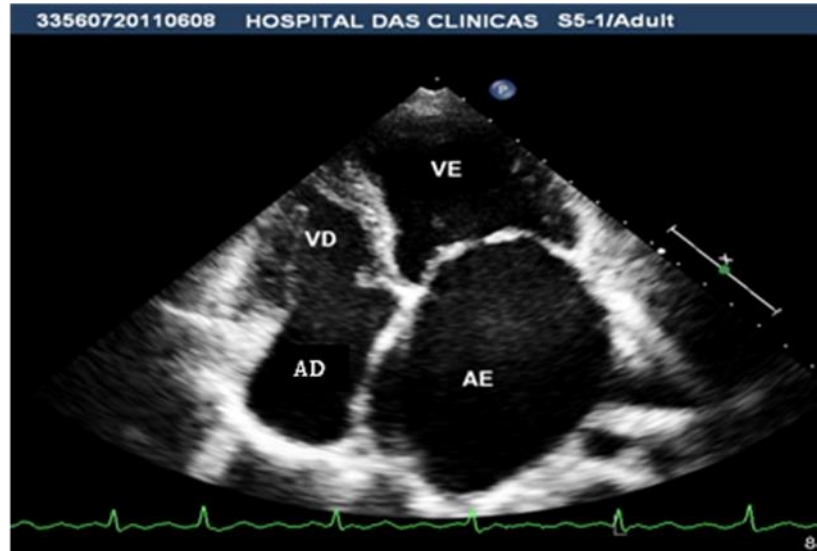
Imagem ao ecocardiograma transtorácico, corte apical de quatro câmaras evidenciando deslocamento apical dos folhetos da valva mitral (aspecto em “dome”) com grande aumento do átrio esquerdo (paciente número 10).
